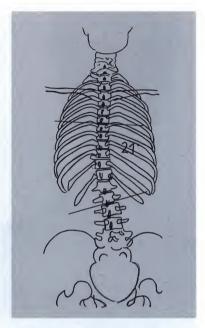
Radiographie d'une scoliose thoracique gauche. Rotation des apophyses épineuses vers la gauche également.
